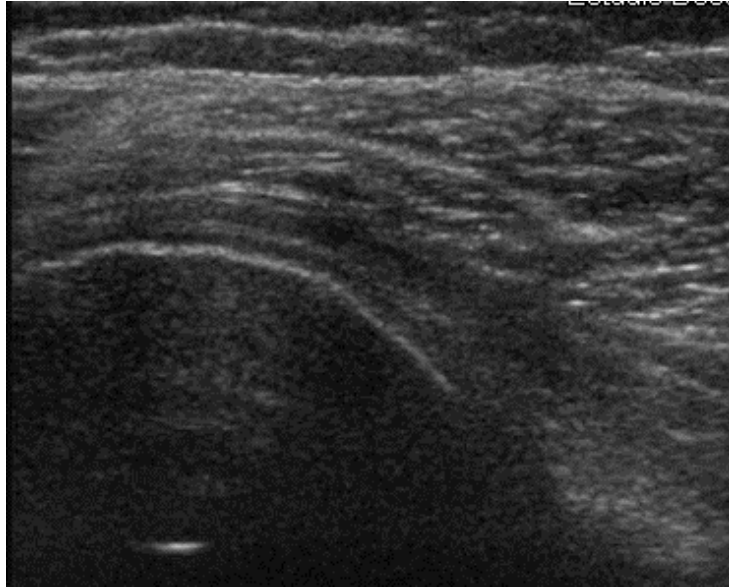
Imagen de ultrasonido que muestra el tendón y el músculo del infraespinoso.
